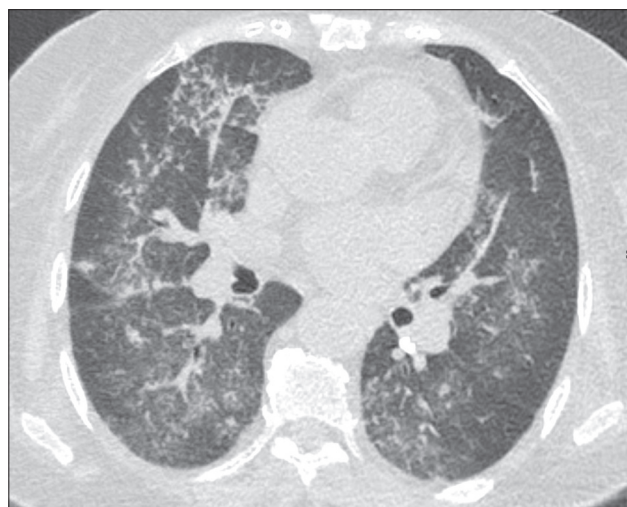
Наблюдение 1. МСКТ органов грудной клетки: КТ-признаки больше соответствуют двустороннему полисегментарному бронхиолиту с бронхопневмонией.
